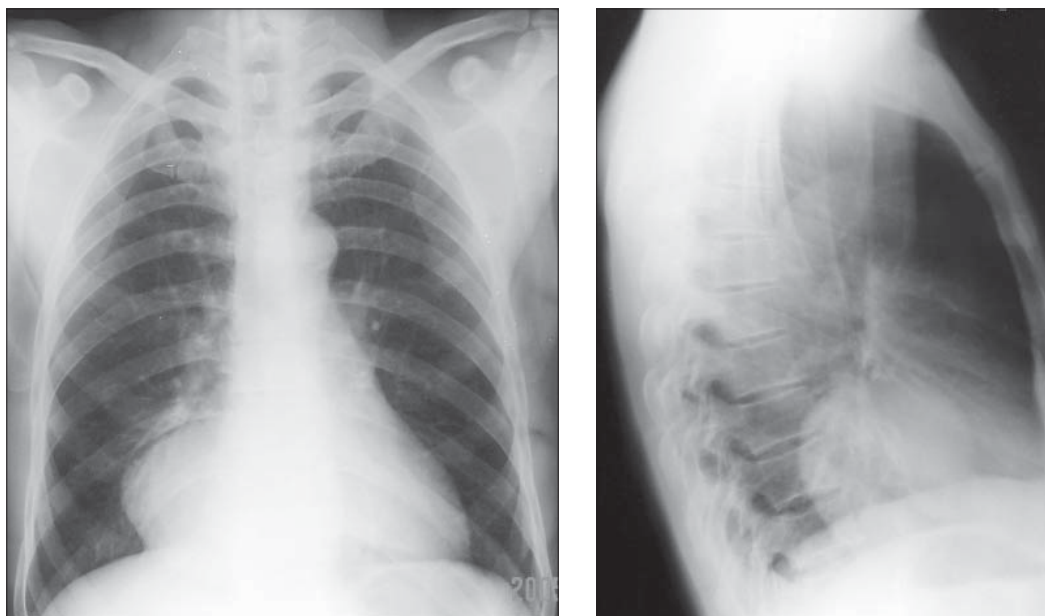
Chist pleuropericardic. Radiografie toracică PA și LL drept. Opacitate paracardiacă dreaptă, rotundă, bine delimitată, cu structură omogenă care pe radiografia în incidență LL se proiectează în mediastinul anterior.
